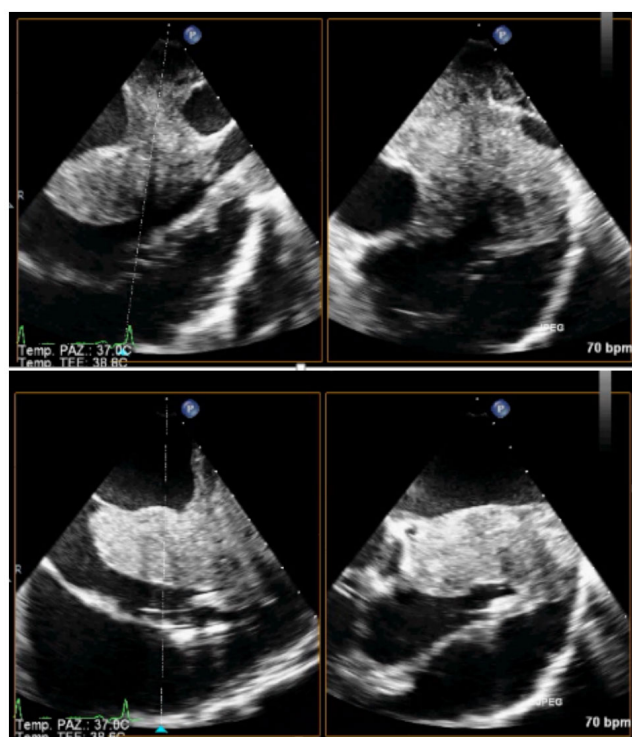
Ecocardiogramma transesofageo dual plane con evidenza della massa cardiaca con ecodensità disomogenea. La massa infiltra le pareti atriali continuandosi con una massa localizzata esternamente alle cavità atriali.
